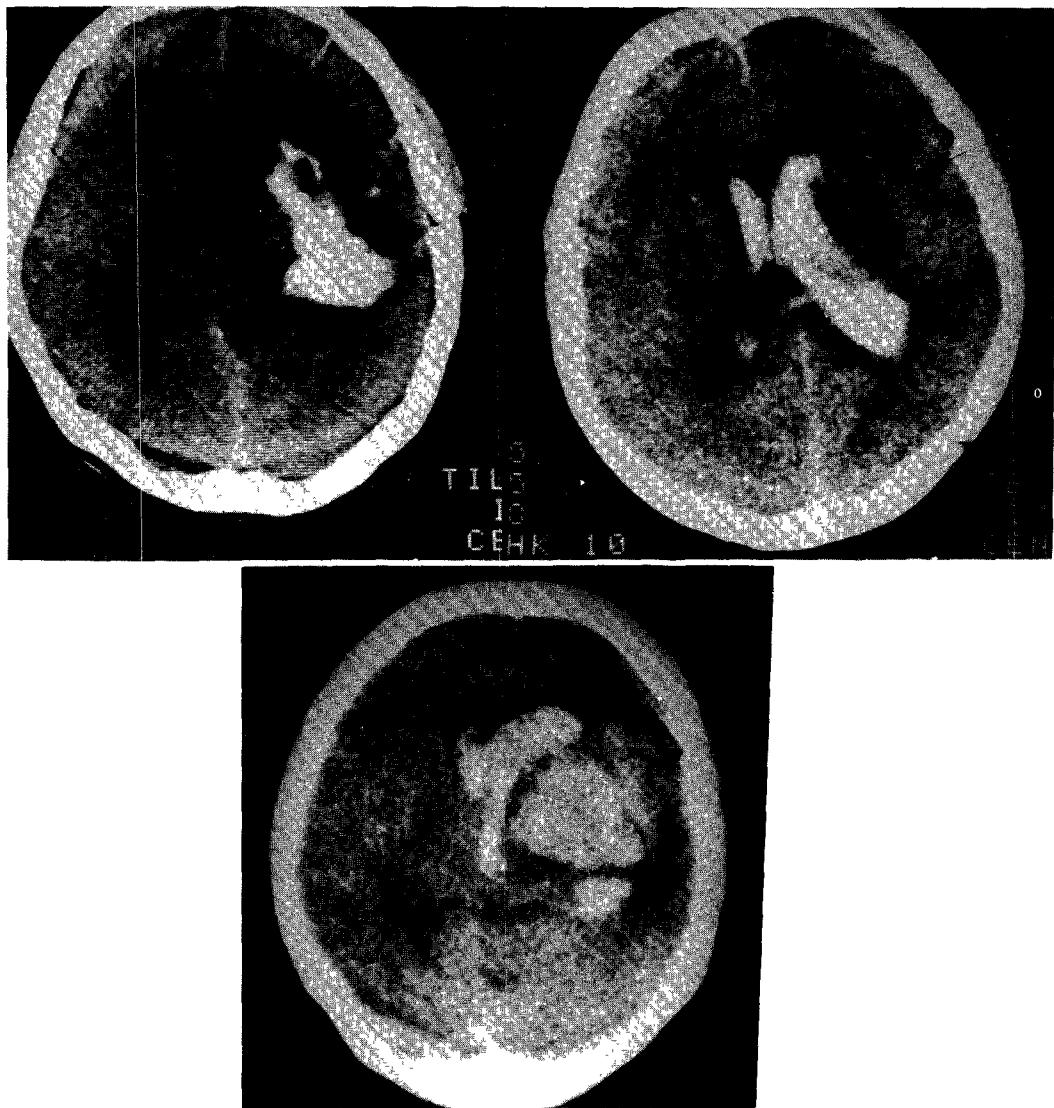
Various computed tomographic views of moyamoya disease show the intracerebral hematoma(1-a), pure intraventricular hematoma(1-b), and combined hematoma(1-c).
